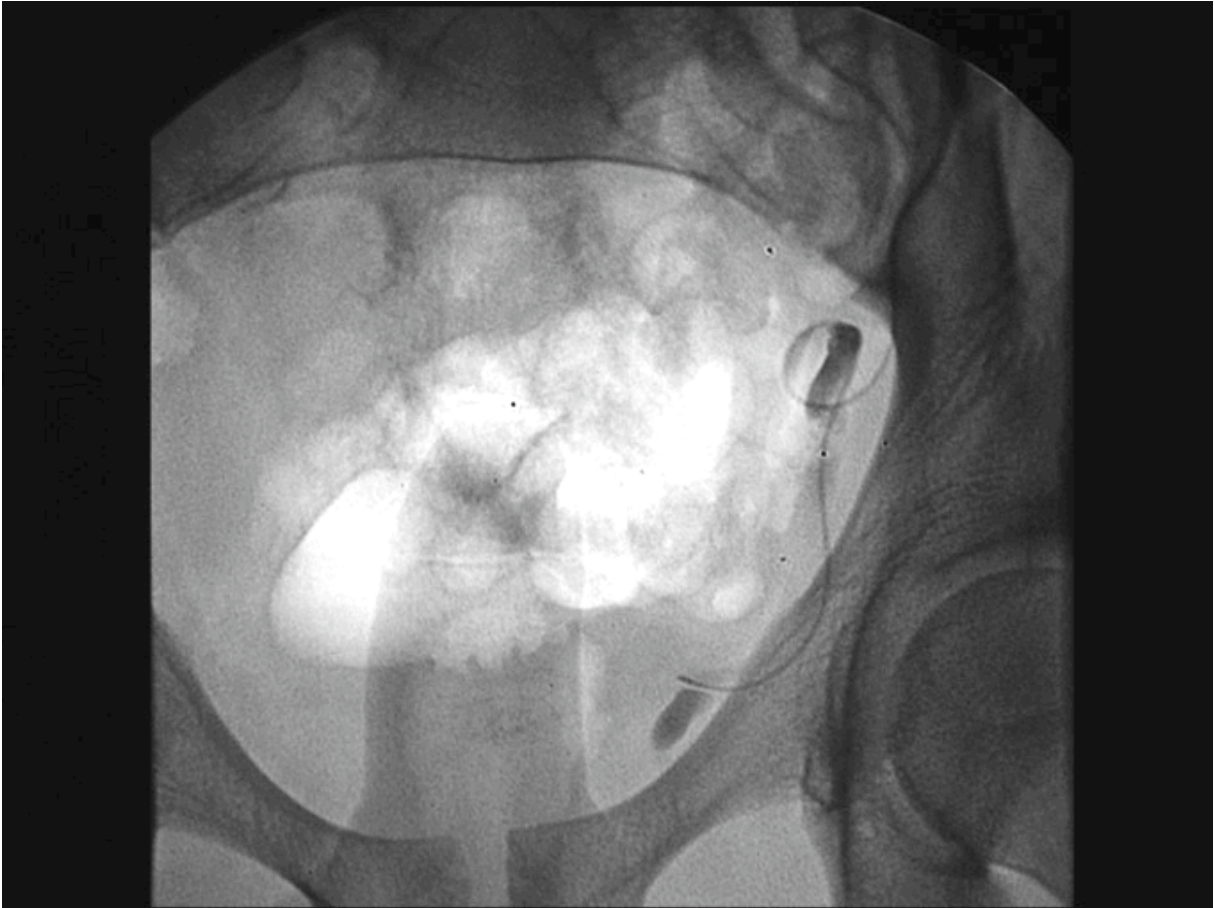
Cliché radiographique en région pelvienne, centré sur la partie distale de la veine spermatique interne gauche.
